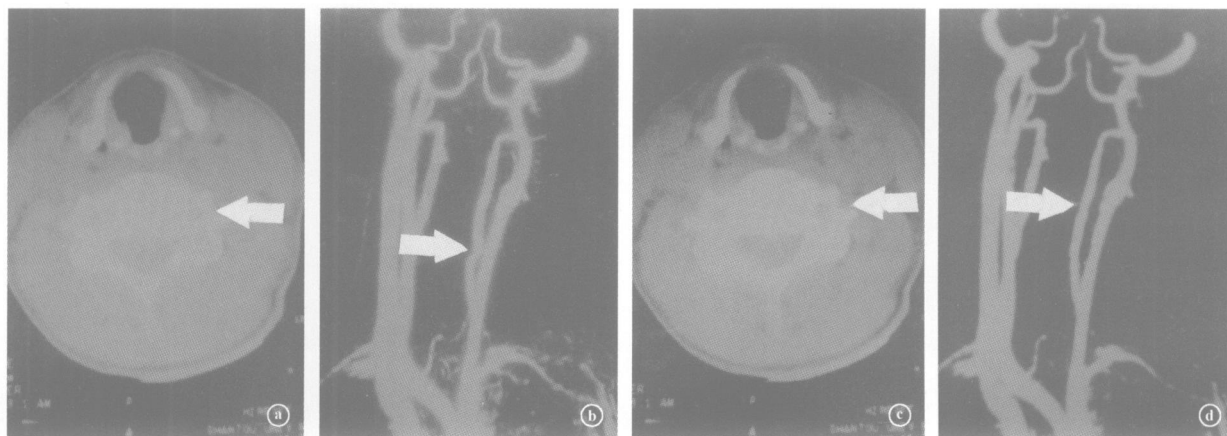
女, 65岁, 手术前后 CT与 MRA 影像 a CT 示术前横突孔继发性狭窄(箭头所示); b MRA 示术前椎动脉受压、迂曲(箭头所示); c CT 示术后横突孔恢复原形(箭头所示); d MRA 示术后受压、迂曲消失(箭头所示)
